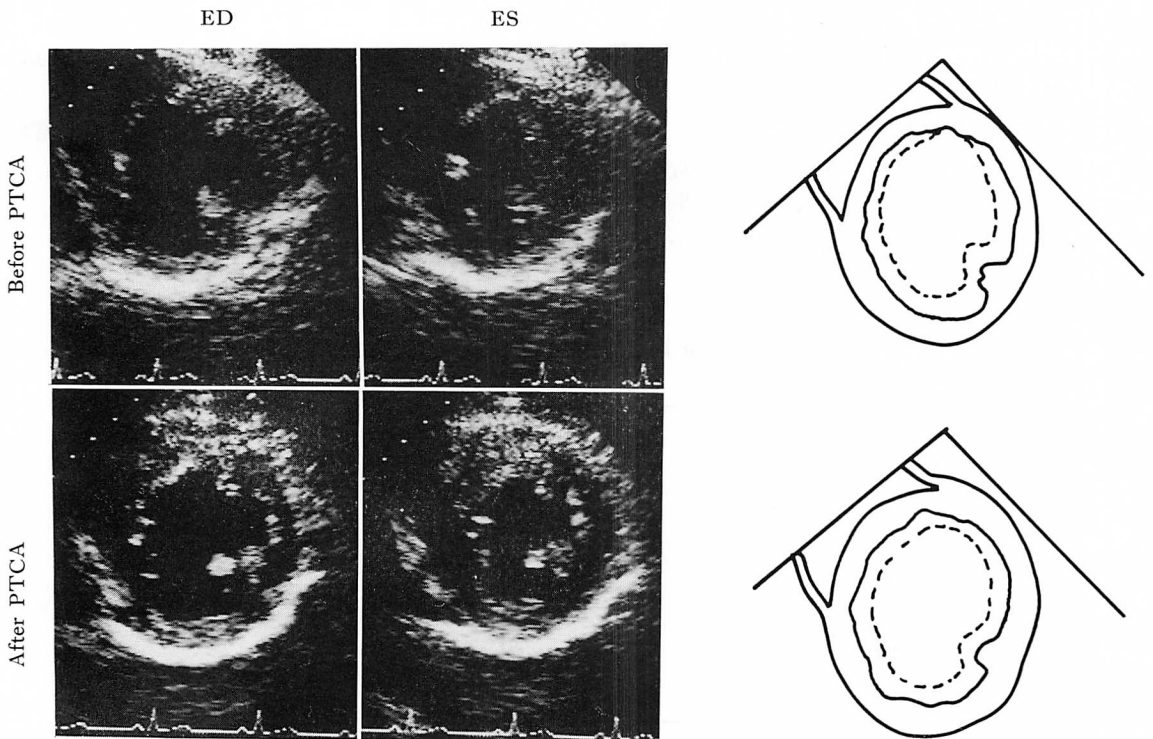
Short-axis views at the level of the papillary muscles of the two-dimensional echocardiograms before and after PTCA in the same case as Fig. 7.
